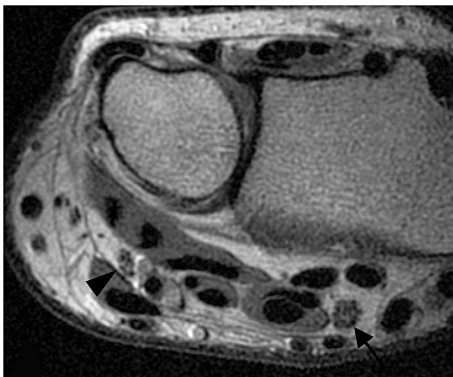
Axial T<sub>2</sub>-weighted FSE MR image with an 8 cm FOV obtained at 3T MRI. Both median nerve (arrow) and ulnar nerve (arrowhead) are clearly visualized on this image.
